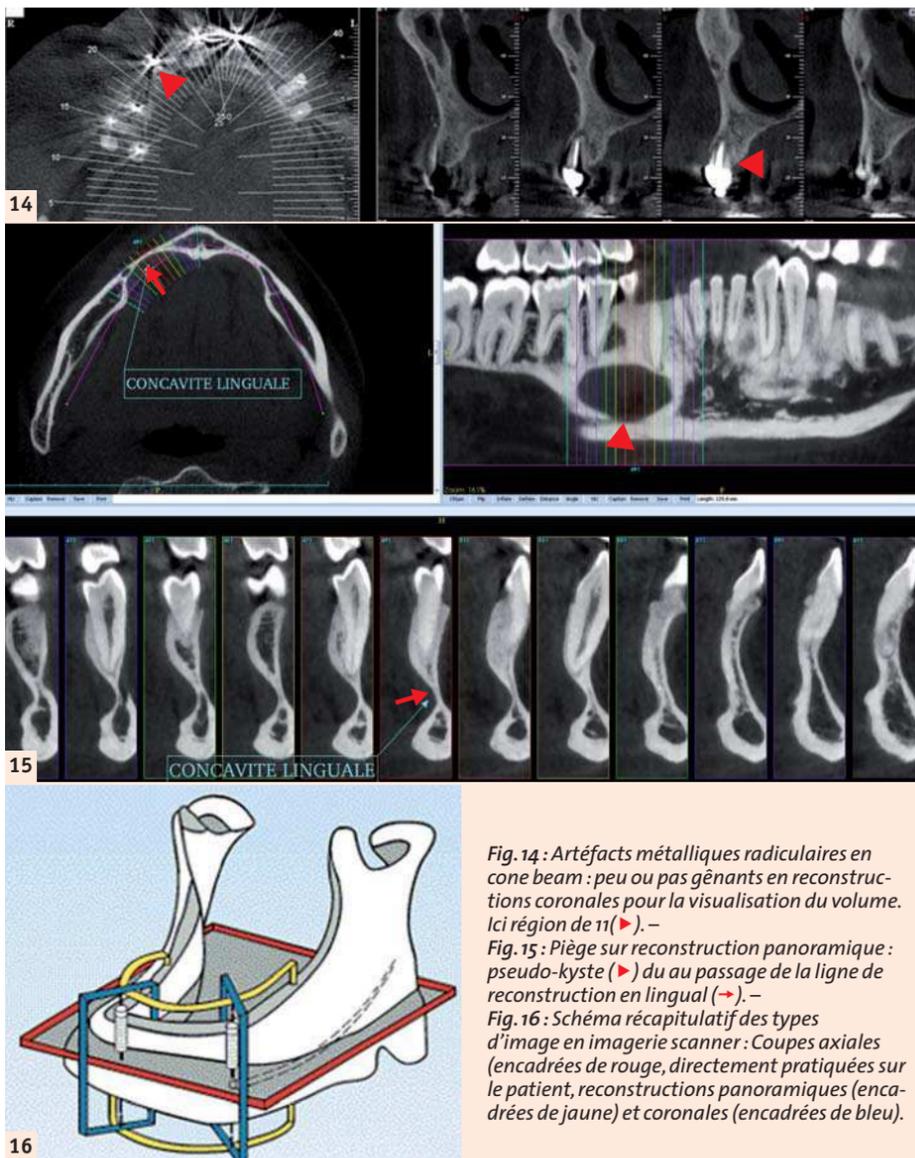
Artéfacts métalliques radicaux en cone beam : peu ou pas gênants en reconstructions coronales pour la visualisation du volume. Ici région de 11 (→).
